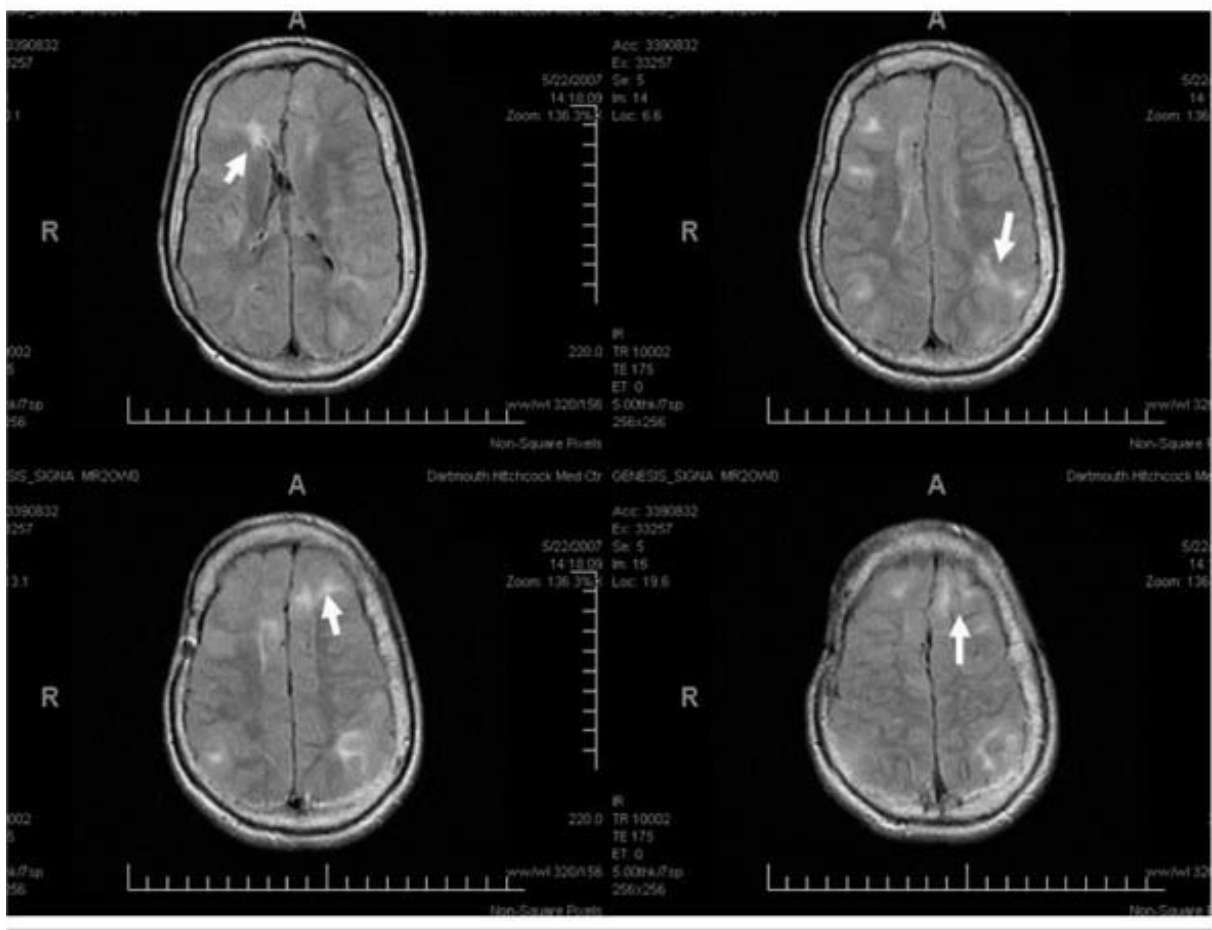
Resonancia magnética de un niño con esclerosis tuberosa cuya primera manifestación fueron los espasmos infantiles. Las *flechas* señalan las tuberoidades corticales.
